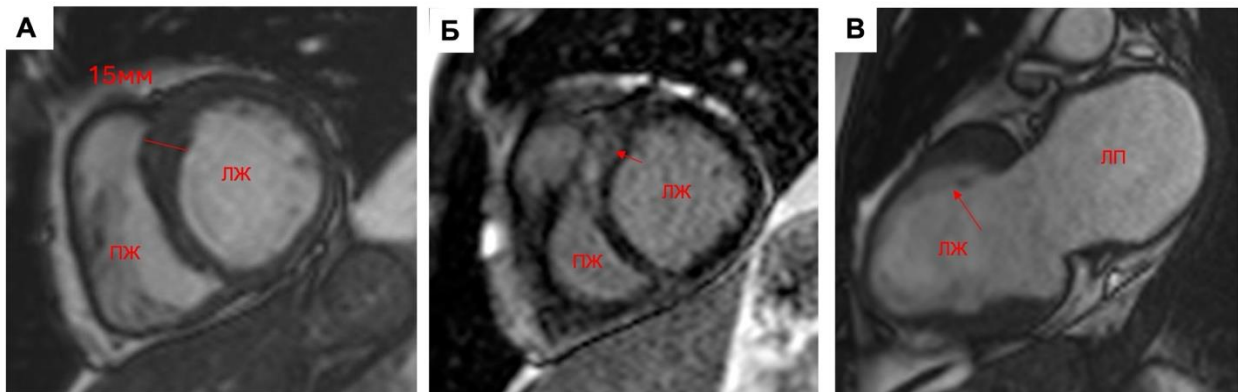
Клинический пример, Пациент А. 37л, с ЖА, на ЭФИ выявлены признаки устойчивой ЖТ, направительный диагноз: неопределенная форма КМП, после МРТ исследования поставлен диагноз ГКМП. МРТ сердца: А - кино-последовательность (диастола), короткий срез, визуализируется гипертрофия передне-перегородочного сегмента 15 мм без анамнестических причин для гипертрофии; Б - изображение отсроченного контрастирования, короткий срез, визуализируется выраженный участок LGE, характерный для ГКМП; В – кино-последовательность, диастола, 2-кам плоскость ЛЖ, дополнительная хорда как малые аномалии миокарда, которые характерны для генетически-положительных пациентов с ГКМП (стрелка).
